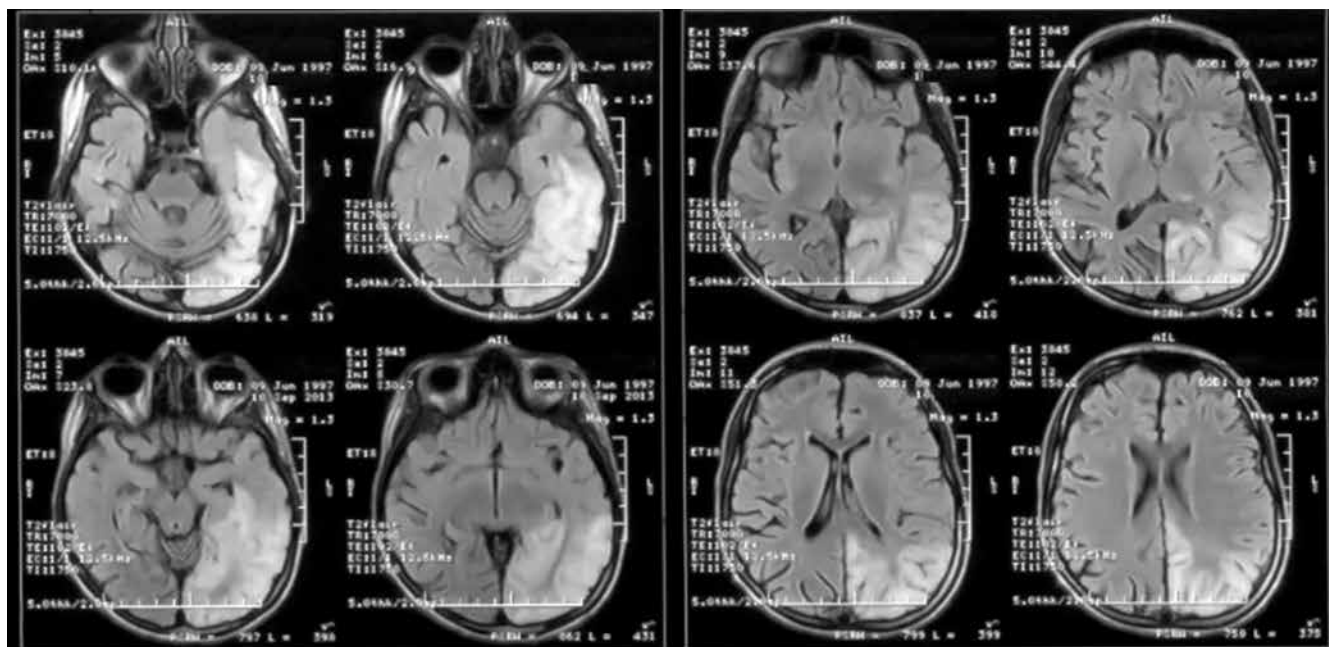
Пациентка М., 16 лет, магнитно-резонансная томография головного мозга: картина обширного ишемического поражения левого полушария большого мозга, преимущественно в задних отделах
